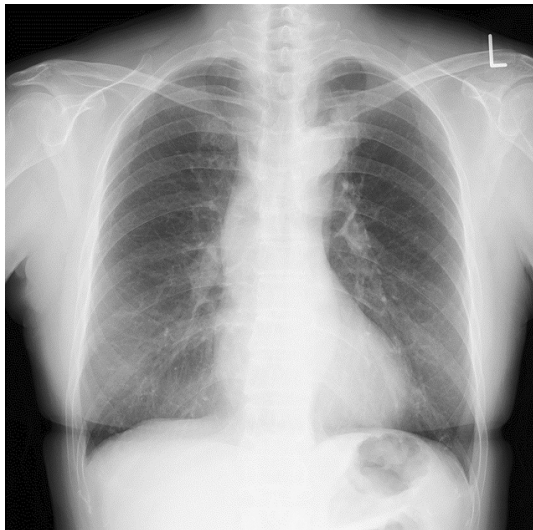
Chest X-ray of a 58-year-old female patient without a smoking habit.
